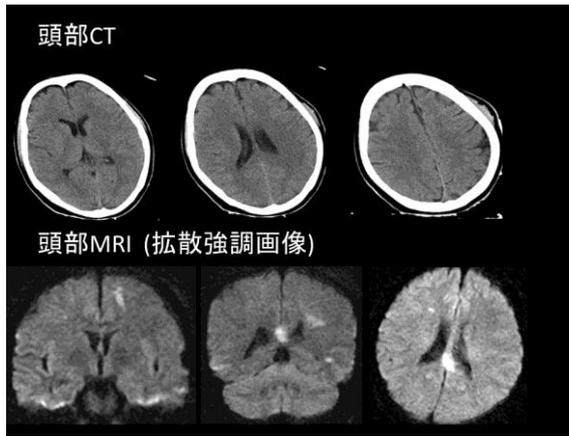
16歳女性、びまん性脳損傷患者のCT・MRI画像。CTでは占拠性病変を認めない。左側頭部に皮下血腫を認め、側方より衝突していることがわかる。MRIでは、拡散強調画像にて脳梁、深部白質が高信号となっており、本実験でひずみが大きい部位とよく一致していることがわかる。
